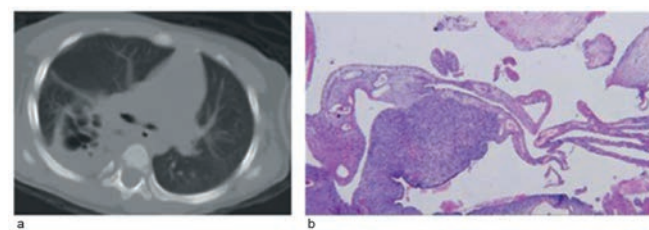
Type II PPB. (a) Axial CT image of solid tumor encroaching upon residual air-filled cystic spaces. Thirty months earlier, a large right lower lobe cyst was apparent on an abdominal flat plate radiograph obtained for abdominal pain (not shown). This cyst was not appreciated. (b) Sarcomatous overgrowth of cyst septa (different patient from (a))
